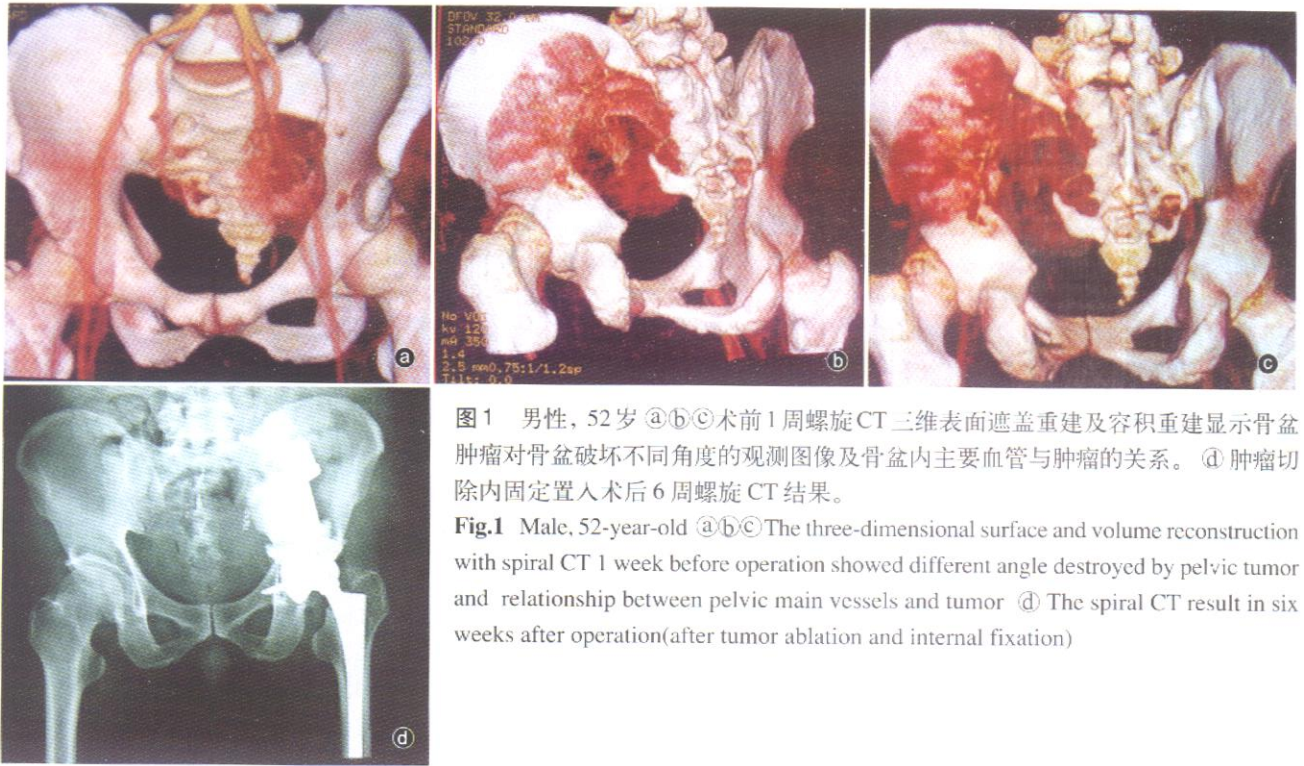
男性,52岁 ①②③术前1周螺旋CT 三维表面遮盖重建及容积重建显示骨盆肿瘤对骨盆破坏不同角度的观测图像及骨盆内主要血管与肿瘤的关系。④ 肿瘤切除内固定置入术后6周螺旋 CT 结果。
